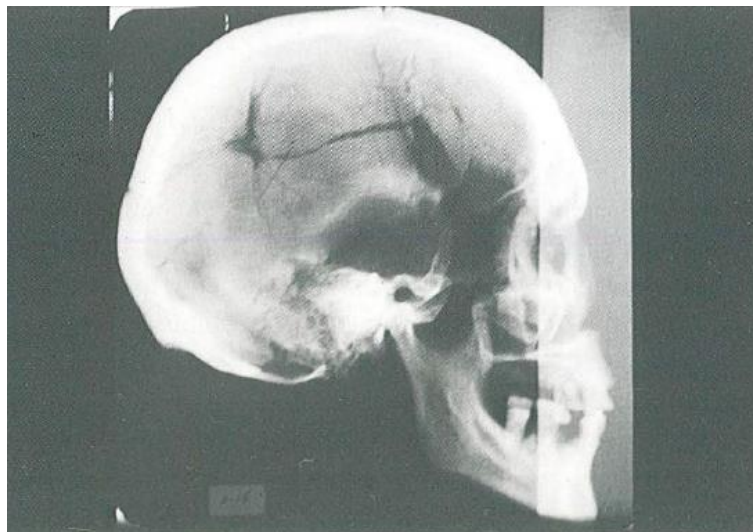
Telerradiografía de cráneos secos.
